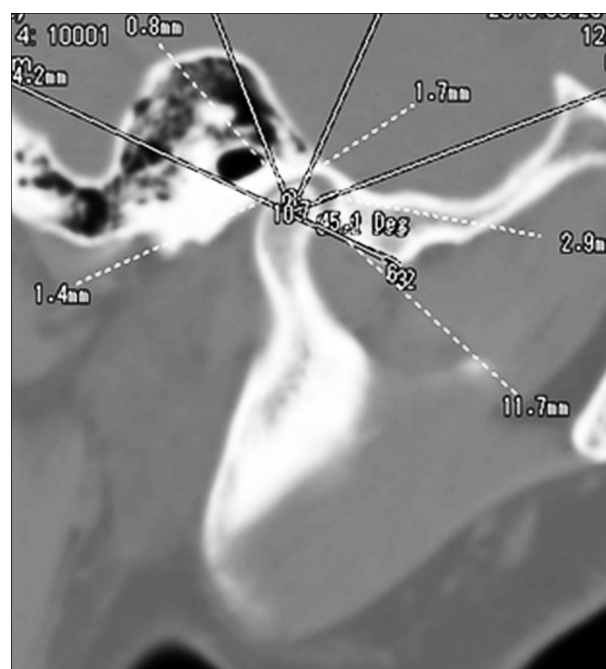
Разметка компьютерной томограммы височно-нижнечелюстного сустава справа в сагиттальной плоскости.
